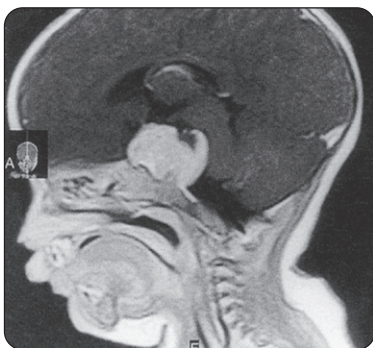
Coupe sagittale en IRM montrant un pinéaloblastome
